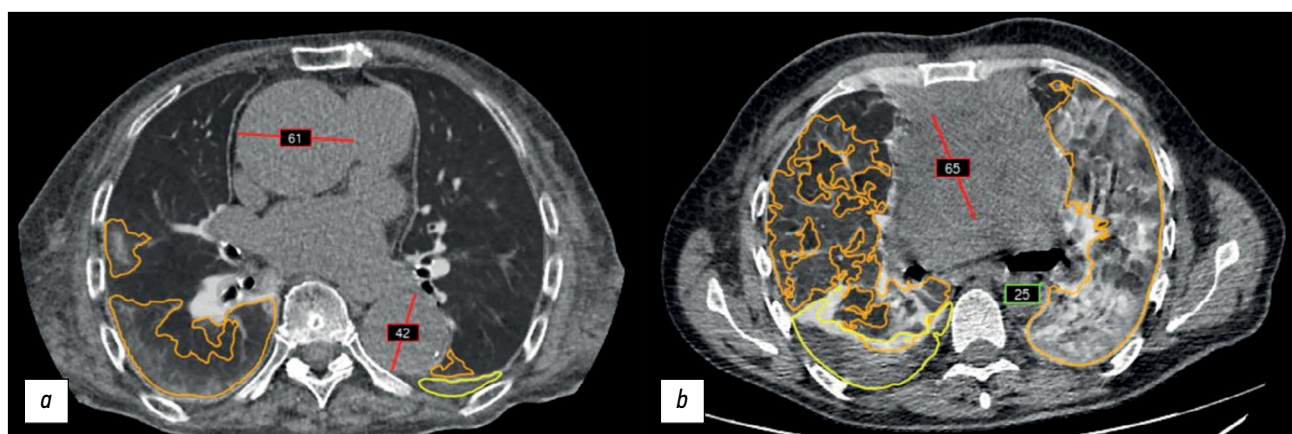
Пример работы комплексного сервиса с искусственным интеллектом в обработке данных компьютерной томографии отдела грудной клетки: *a* — технология искусственного интеллекта корректно выделила и маркировала (красная линия) подозрение на наличие аневризмы грудной аорты восходящего и нисходящего отделов; *b* — ложноположительный результат: размечено (красная линия) образование средостения вместе с восходящим отделом грудной аорты, в зелёной рамке указан диаметр нисходящего отдела грудной аорты. У данного комплексного сервиса с искусственным интеллектом есть дополнительные модули, маркирующие инфильтративные изменения лёгких (оранжевый контур) и плевральный выпот (жёлтый контур).
